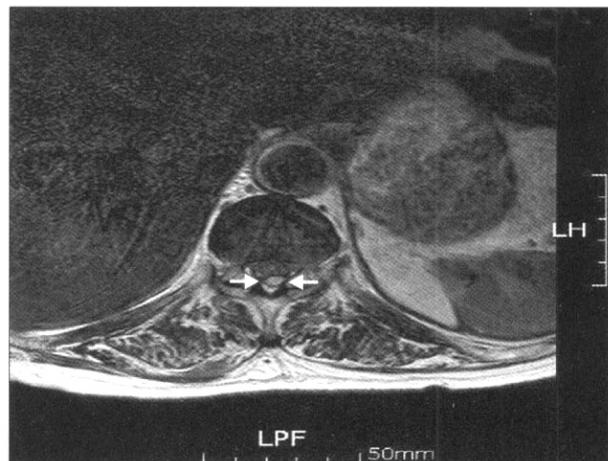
Enhanced T2-weighted axial image shows high signal lesion in the epidural space at T10-11.
